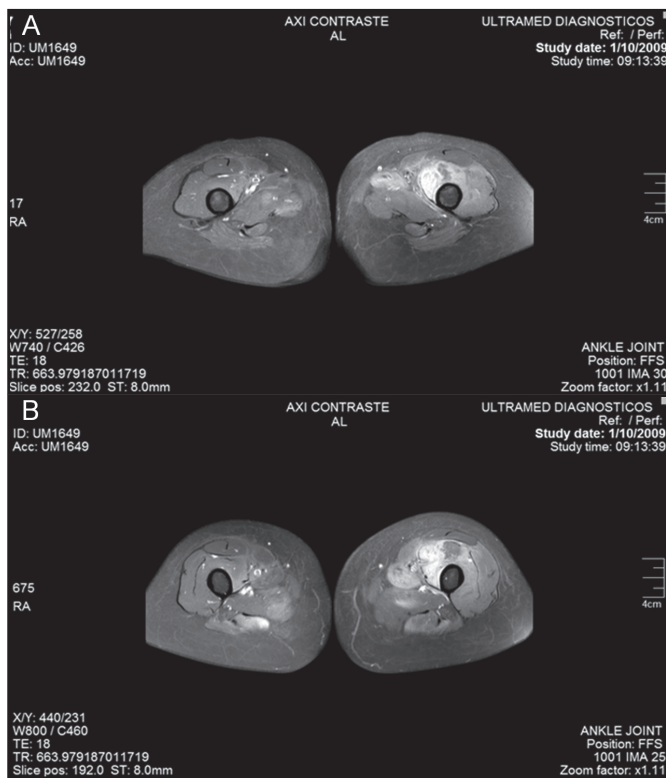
Ressonância nuclear magnética – plano axial
